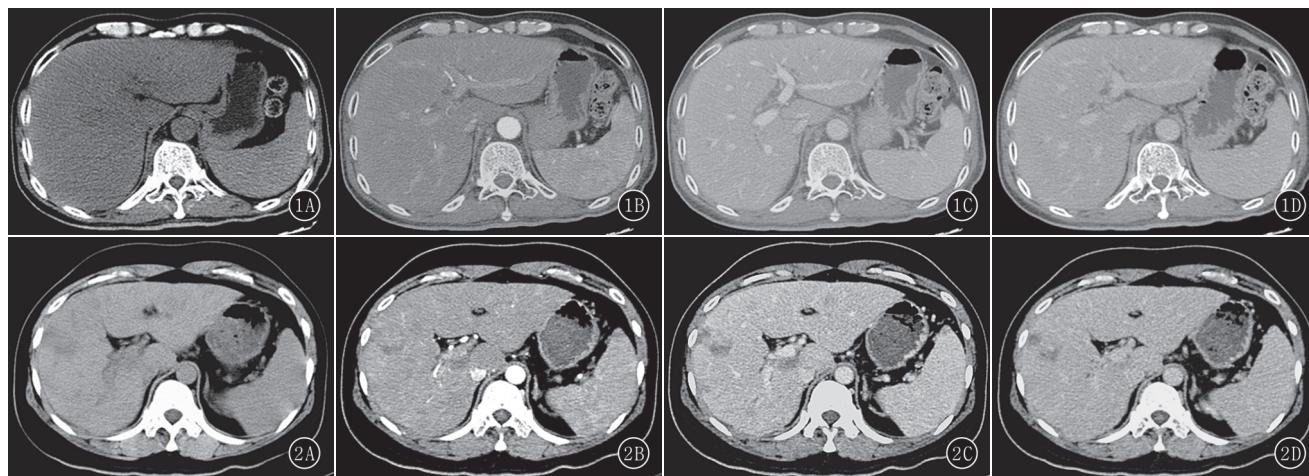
~D 男,39岁,AIDS。A~D 分别为其肝脏 CT 平扫期、动脉期、门静脉期及平衡期增强图像,表现为平扫肝实质密度弥漫性减低、增强扫描无异常强化 图 2A~D 男,52岁,AIDS。A~D 分别为其肝脏 CT 平扫、动脉期、门静脉期及平衡期增强图像,表现为平扫肝实质多发大小不等结节状低密度灶,增强扫描有不均一强化
